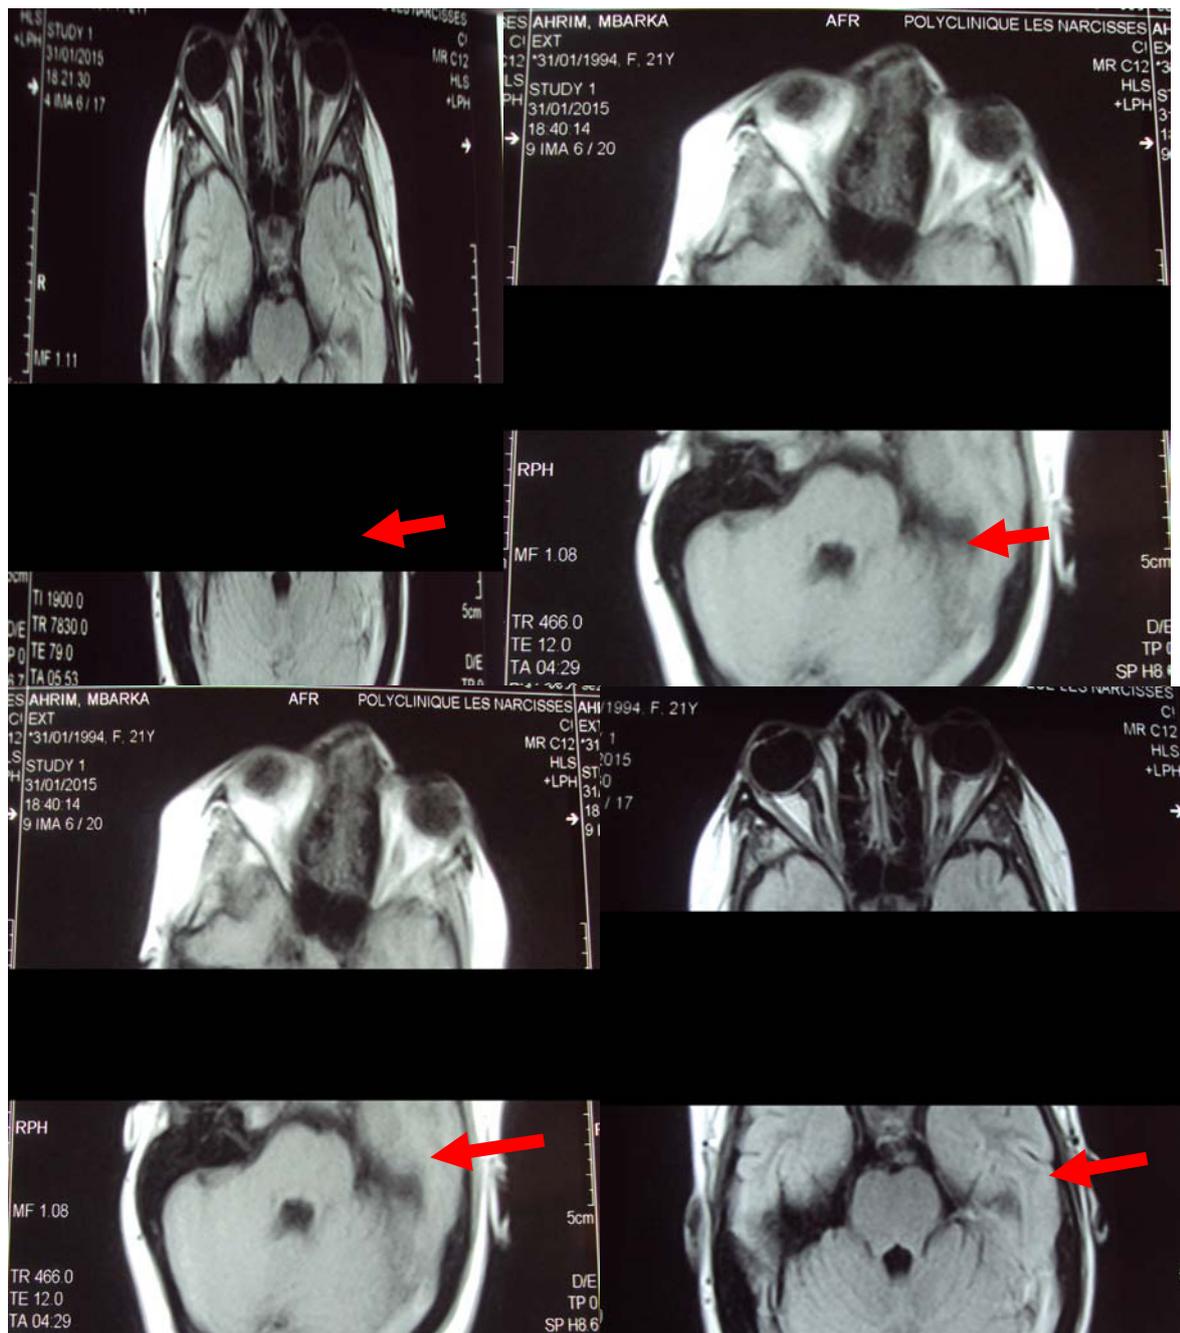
IRM encéphalique en séquence T1 et flair montrant un hypersignal du sinus latéral gauche.
